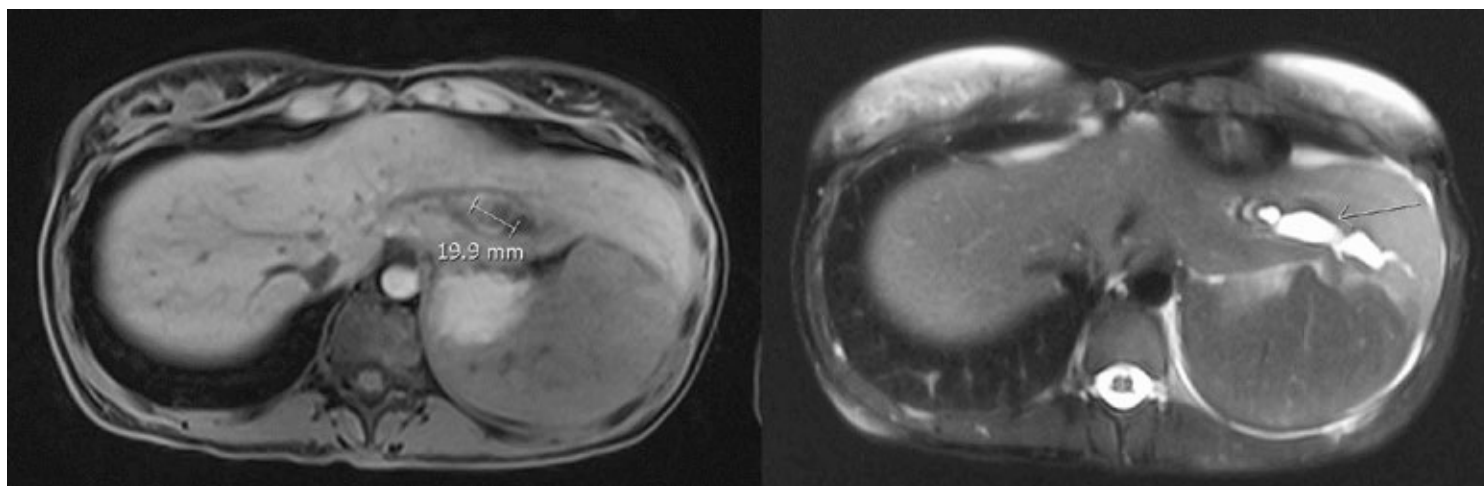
MRI der Leber mit LINKS 19.9 mm messender Raumforderung mit RECHTS intrahepatische Gallenabflussstörung.
